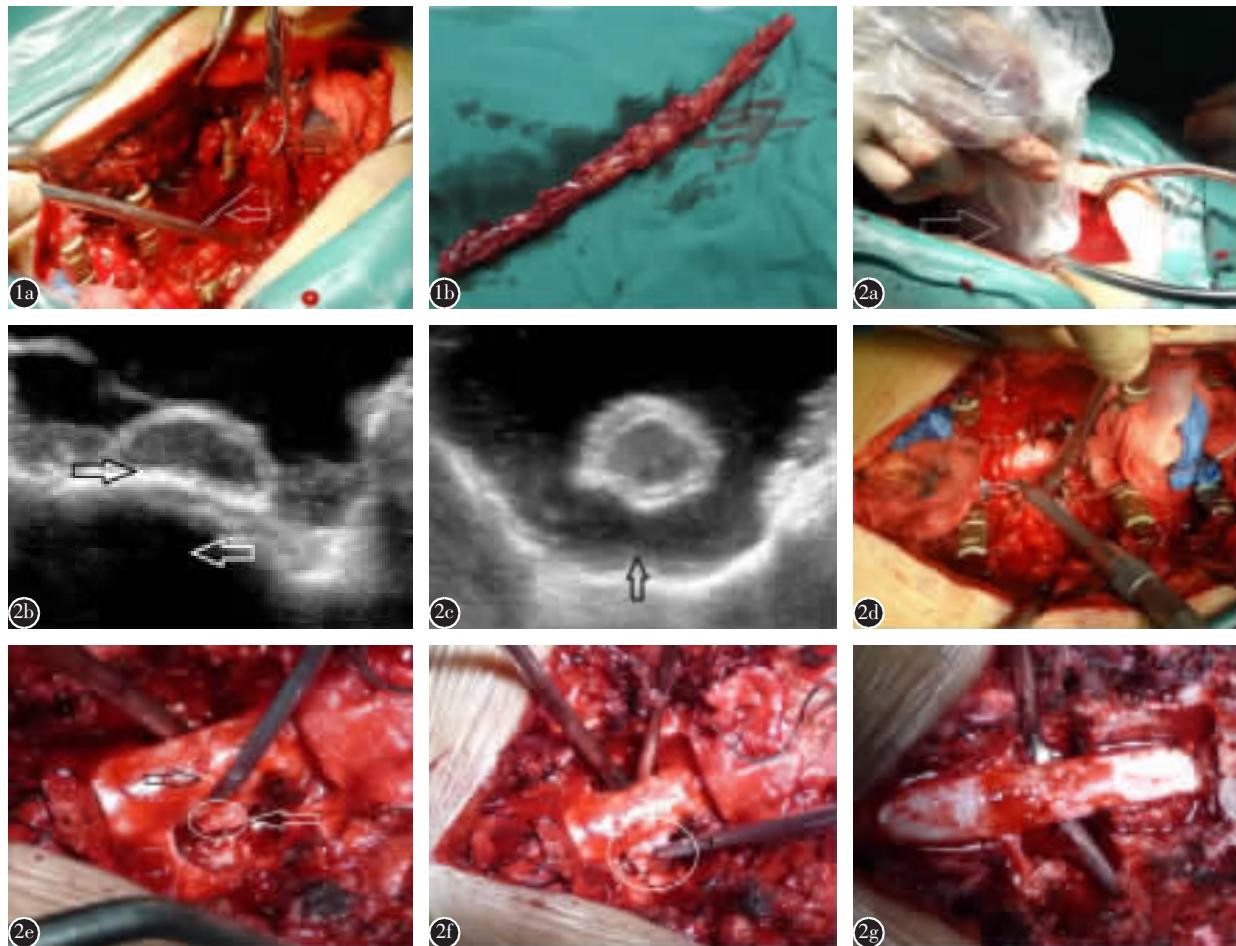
a 用巾钳从一端提起椎管后壁(黑色箭头处),窄的椎板咬骨钳切断两端未骨化的椎板间黄韧带,用神经剥离子分开骨化韧带与硬脊膜间的粘连(白色箭头及白线为减压范围到硬膜侧方) b “揭盖法”整块切除的胸椎“后壁” 图2 a 后壁切除术后,“浸入法”术中实时超声检查 b 术中超声横断面图像示胸脊髓腹侧仍残存较严重压迫(白色箭头为骨化的后纵韧带,黑色箭头为受压的胸脊髓) c 环形减压后复查超声,在超声影像上呈现“太阳”征,箭头指示处为完全切除骨化后纵韧带后形成的空间 d 用磨钻(白色箭头)沿椎弓根斜向内60°,挖去椎体后1/3的松质骨,形成一个“洞”,黑色箭头处为胸脊髓 e 洞形成后,仔细分离同硬膜粘连的骨化后纵韧带块,白色箭头及圆圈处为残存的骨化后纵韧带,黑色箭头处为胸脊髓 f 分离完成后,将骨化的后纵韧带压向洞内并完全切除之(白色圆圈内所示为分离切除之骨化后纵韧带) g 胸脊髓环形减压完成
